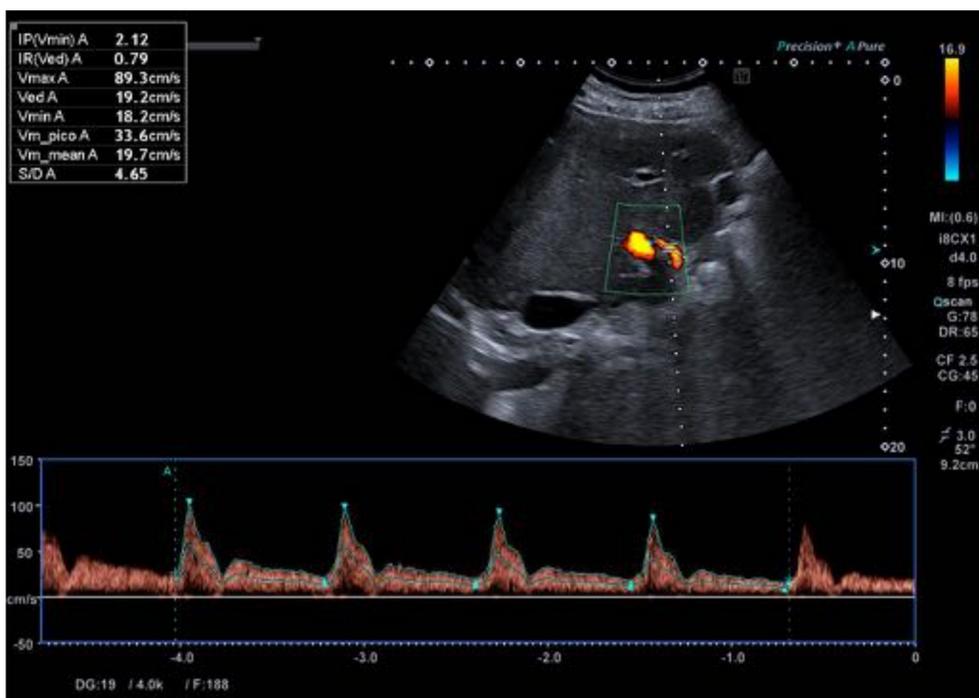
Estudio Doppler espectral. Con arteria IR disminuido.
